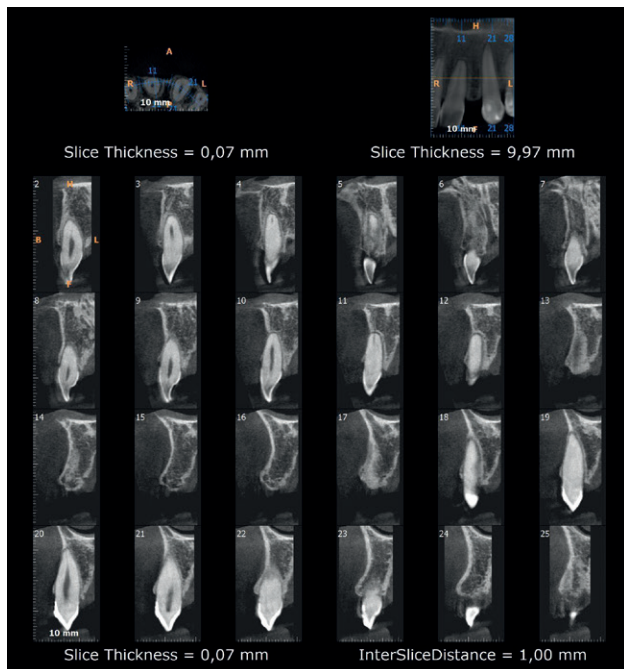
Cortes ortorradiales en Tomografía Computarizada de haz cónico.
